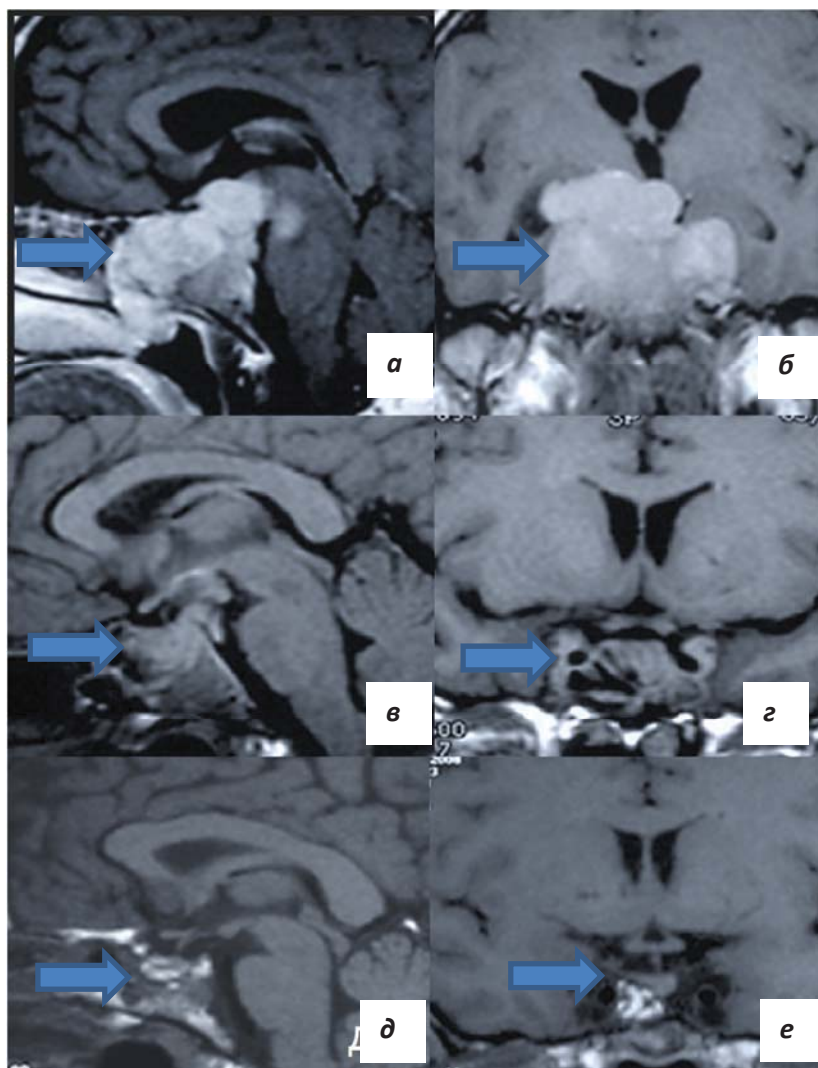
МРТ пациентки Д. а, б – МРТ до начала терапии каберголином; в, г – уменьшение размеров опухоли на фоне терапии каберголином и появление ликвореи; д, е – МРТ через 2 года после операции по поводу профузной назальной ликворе (указаны стрелками).
